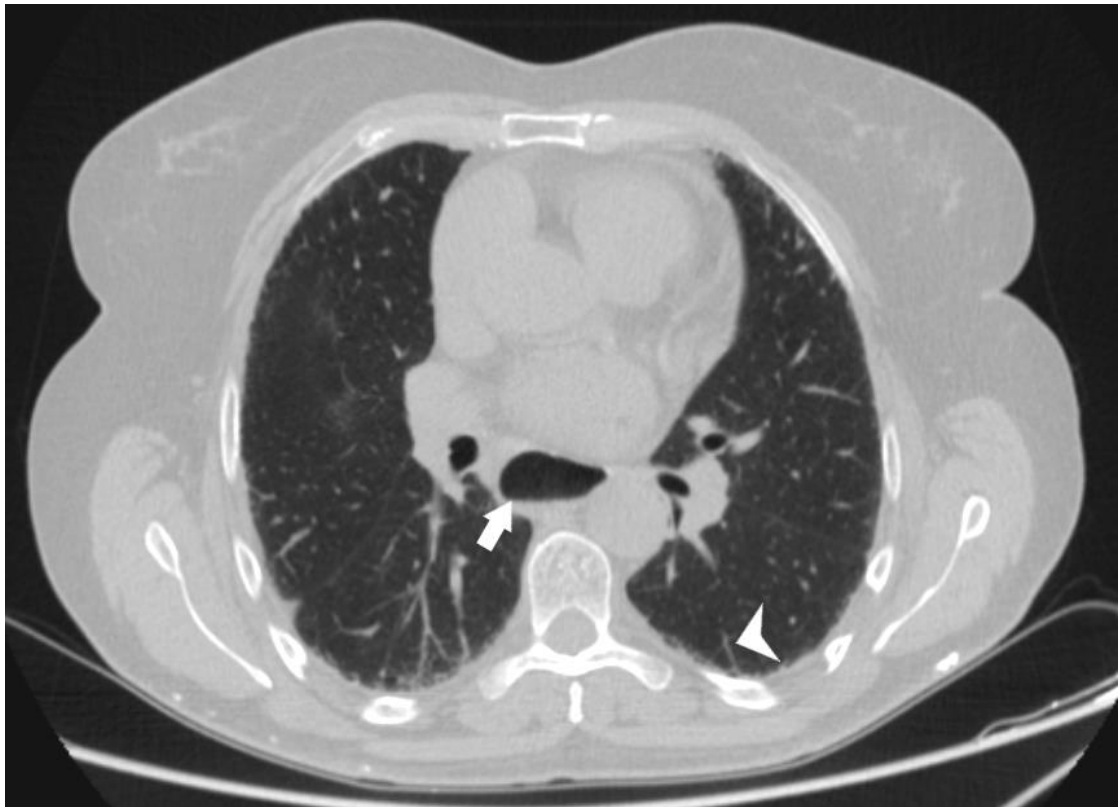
TC de tórax mostrando dilatação do esôfago (seta) e opacidades reticulares nos pulmões em paciente com esclerodermia (cabeça de seta).
